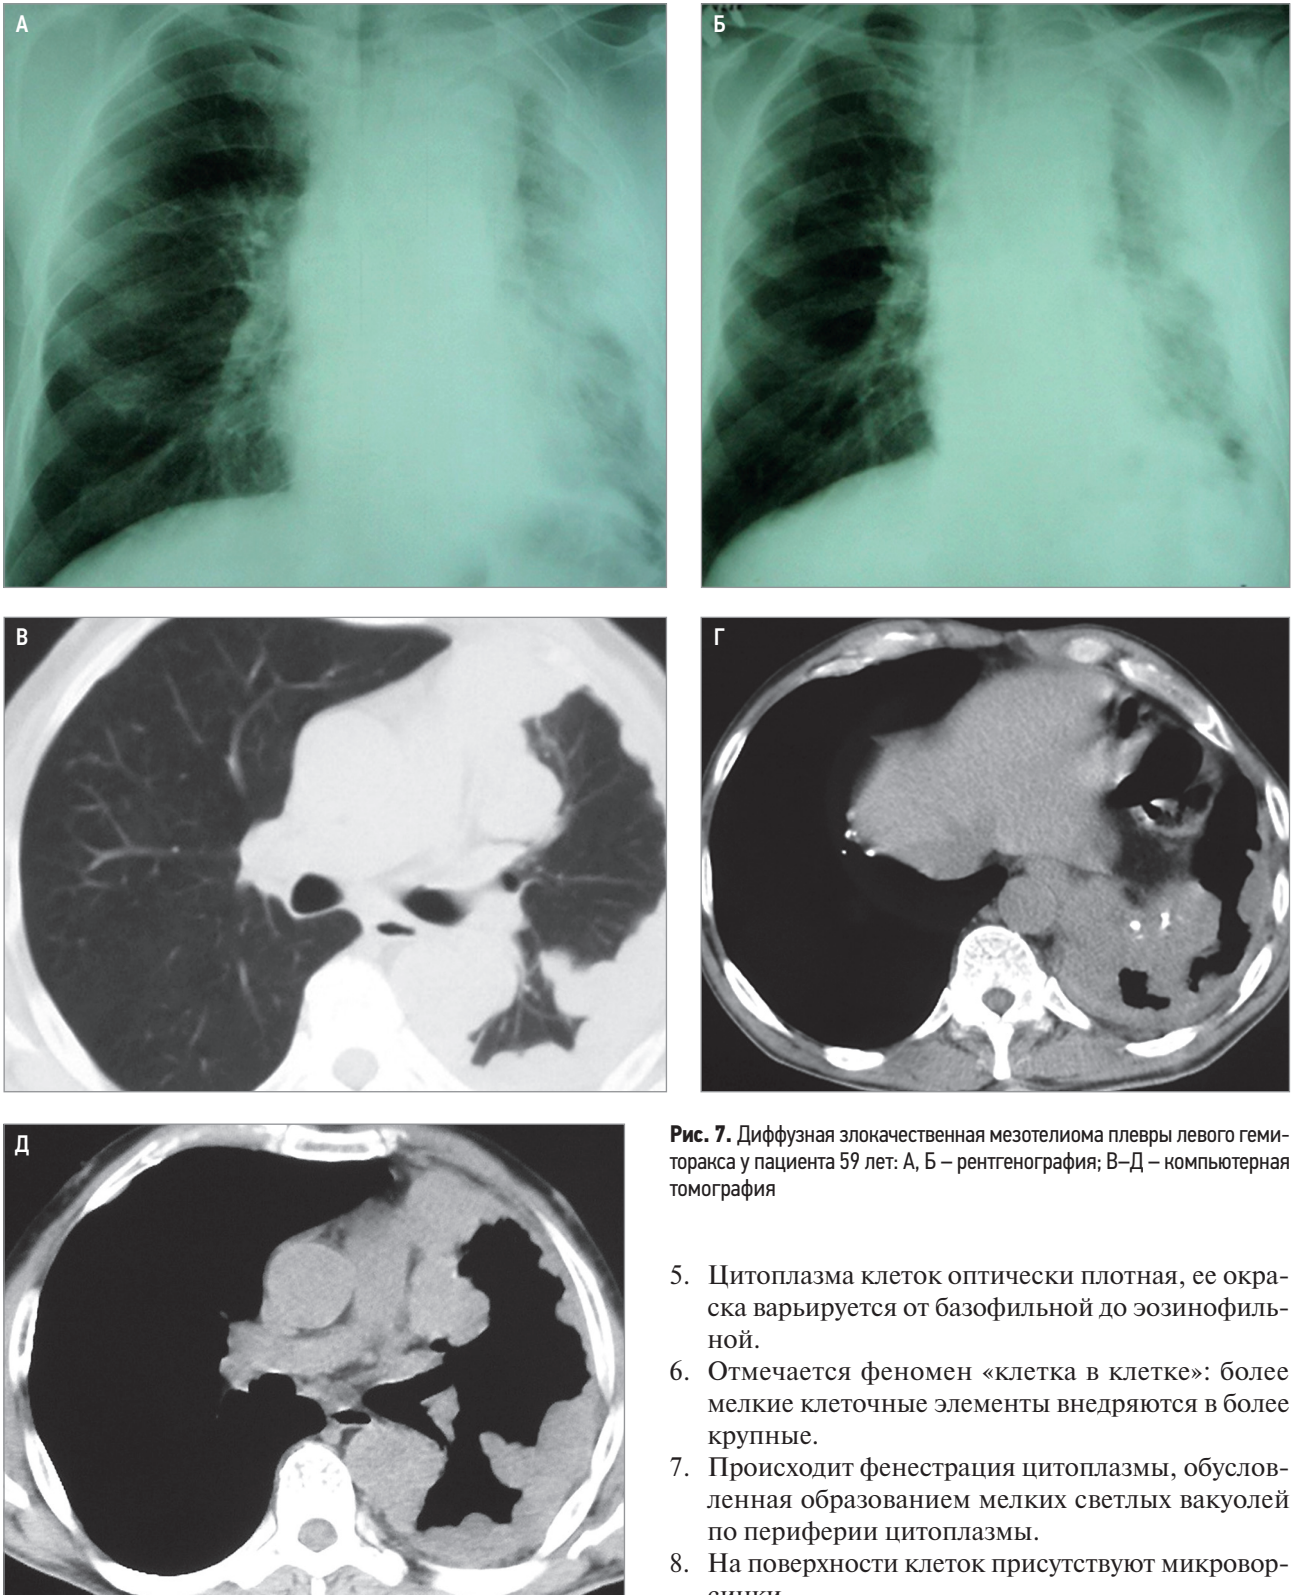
Диффузная злокачественная мезотелиома плевры левого гемиторакса у пациента 59 лет: А, Б – рентгенография; В–Д – компьютерная томография
